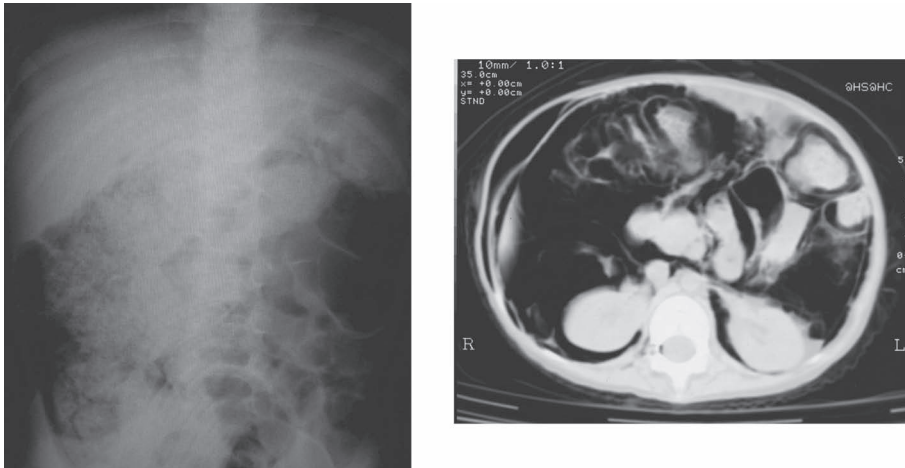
PCI診断時の腹部単純写真(左)と腹部CT(右)を示す(前医). 腸管内に多量の便とガスを認め、著明に拡張している. 腸内容と漿膜の間にガス像を認め、腸管壁内に充満していることを示す. またガスは後腹膜腔、腹腔に漏れ出しており、縦隔や精索周辺まで進展していた.
